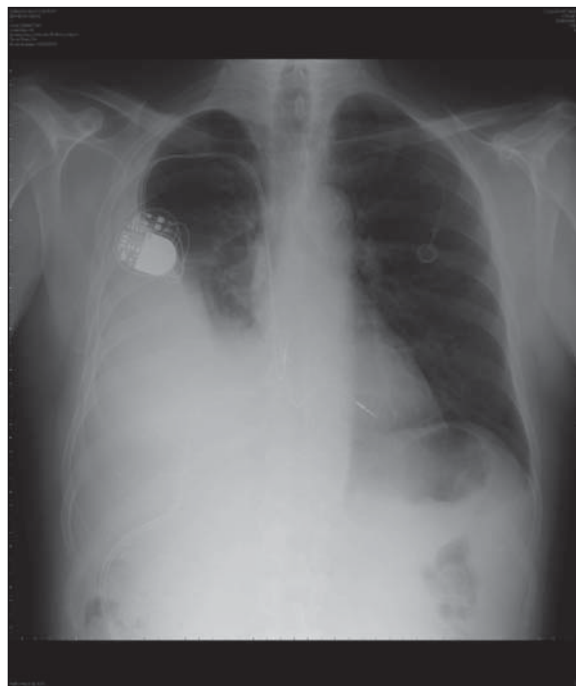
Radiografía de tórax al ingreso.
